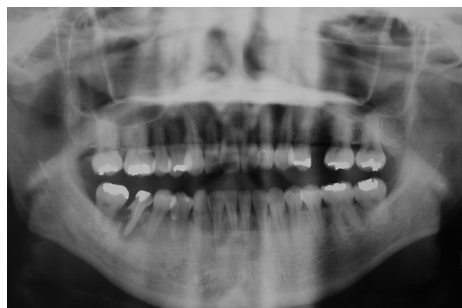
初診時のパノラマX線所見。6に不完全なヘミセクション処置と根尖病変が観察される
